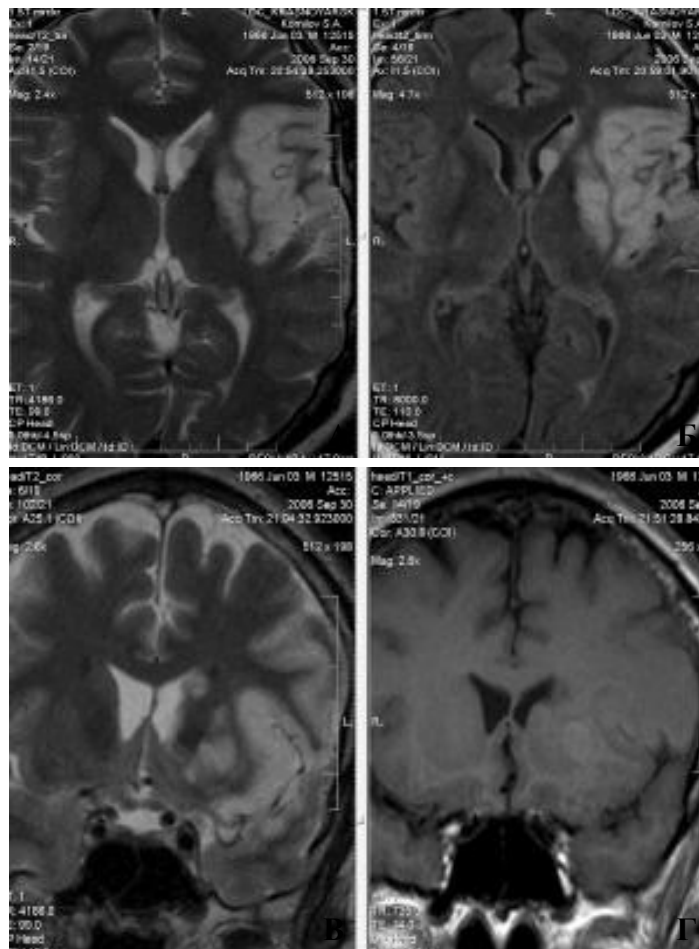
МРТ головного мозга (1,5 Тесла) больного К., 40 лет, при поступлении в стационар. Аксиальная проекция в T2 режиме (а) и FLAIR режиме (б), коронарная проекция T2 (в) и T1 (г) режимах с контрастированием верифицирован массивный очаг воспалительного генеза в левой лобно височно теменной области, в островке, преимущественно интракортикально, в базальных структурах с четкими контурами, сужение субарахноидальных пространств; субатрофия коры.
